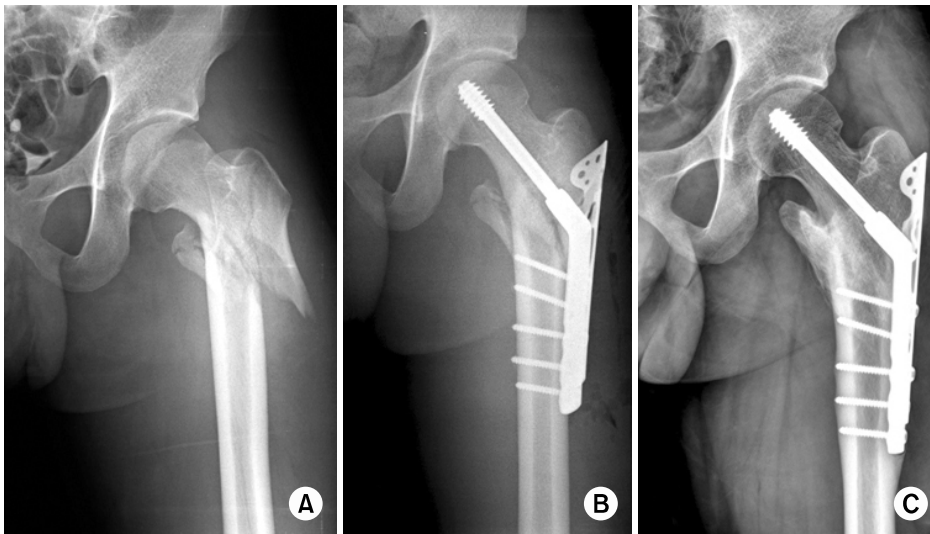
Antero-posterior radiographs of the left hip of a 33-year-old man. (A) Preoperative radiograph showed 31-A3. Reverse oblique intertrochanteric fracture. (B) Immediate postoperative radiograph after fixation. (C) One year and one month after the operation.
